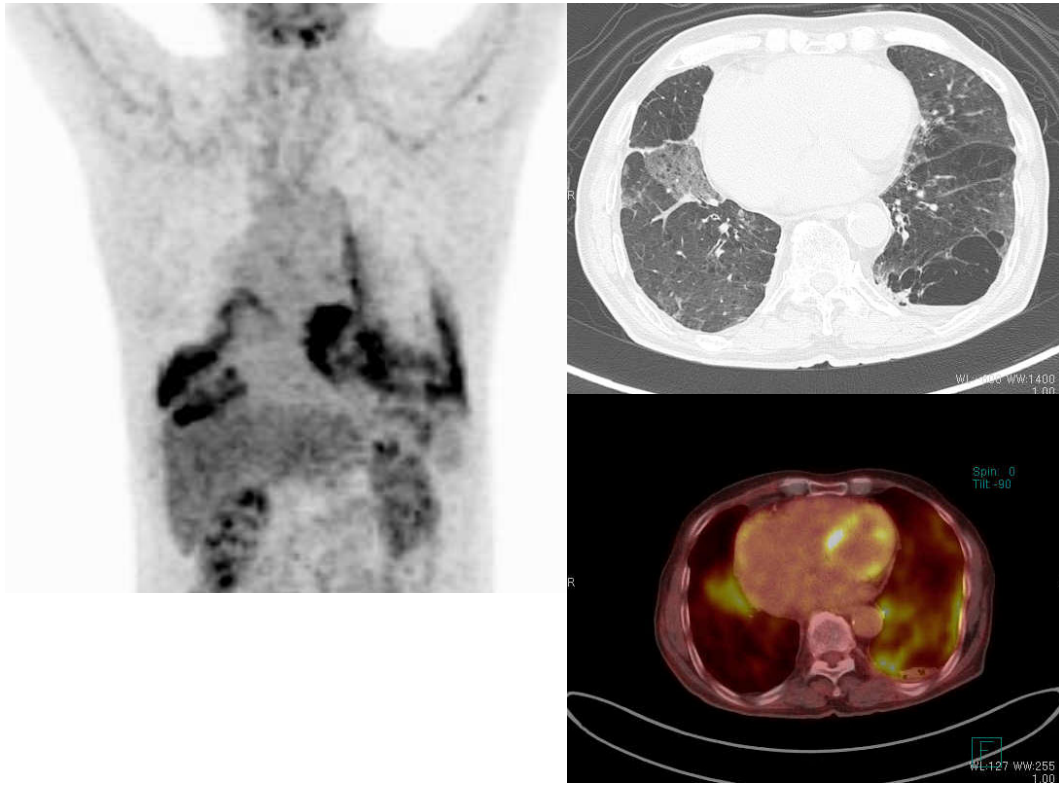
Fluorodeoxyglucose-positron emission tomography showed an increased uptake in the right middle lobe and left lower lobe with a maximum standardized uptake value of 8.6.
